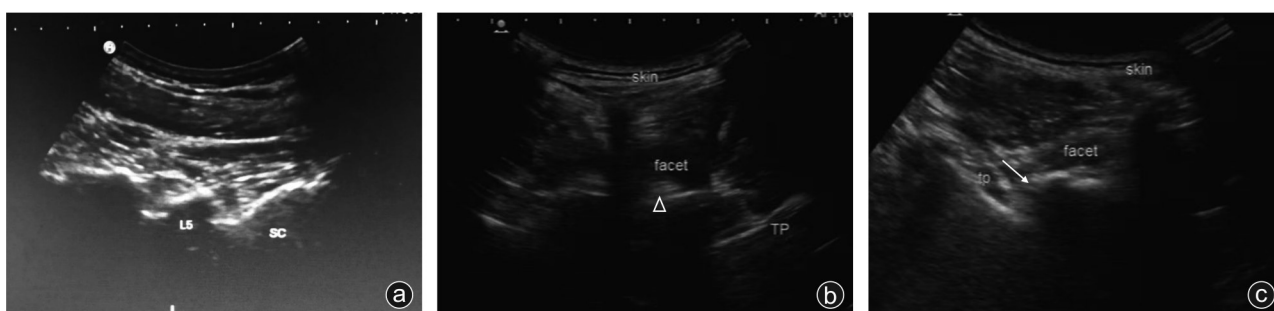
超声辅助组穿刺过程 a: 超声确定第 5 腰椎及骶骨(SC); b: 白色 Δ 所示为上关节突关节, facet 关节突关节,横突(TP); c: 白色箭头所示穿刺针靶点位置,即上关节突腹侧
